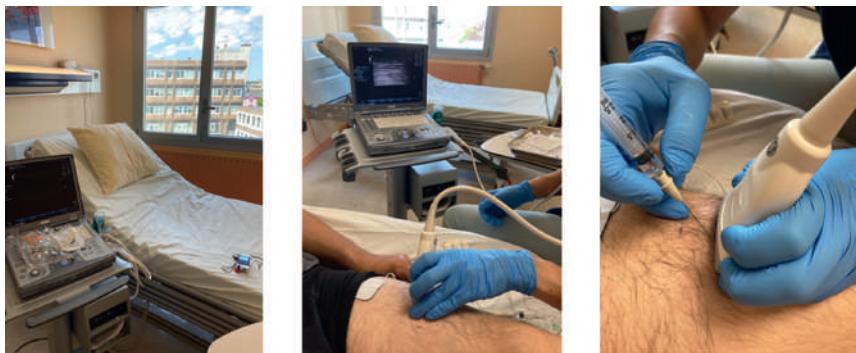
Injection de toxine botulinique sous stimulateur et échographie.
